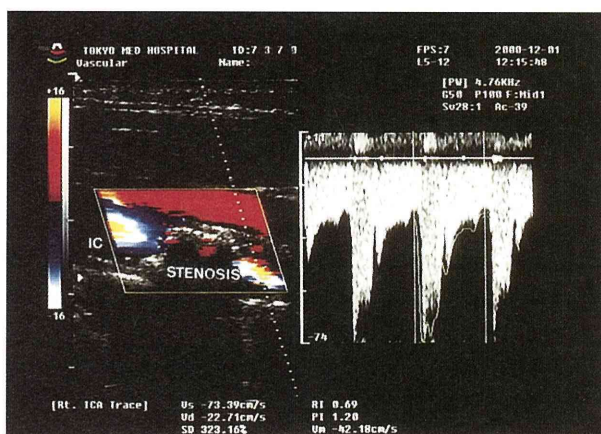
Ultrasonographic Findings in a Patient with Central Retinal Artery Occlusion
